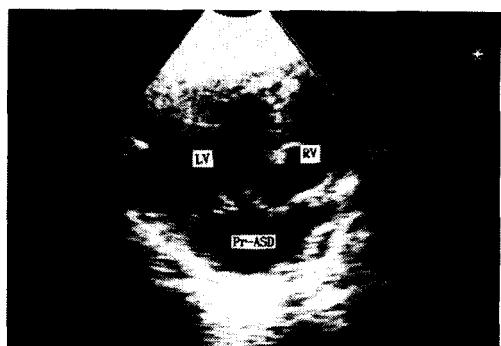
Echocardiogram: apical four chamber view reveals large primum atrial septal defect (Pr-ASD) &amp; single atrioventricular valve.
